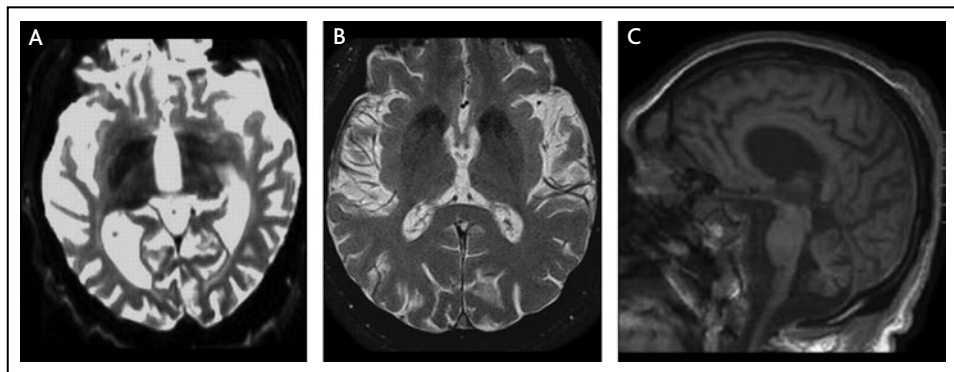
FAHN. Depozícia železa v oblasti globus pallidus (A) a do menšej miery aj v oblasti substantia nigra (B) na T2 váženíach; môžu byť prítomné splývavé T2/FLAIR abnormality bielej hmoty (C); môže sa objaviť mierna atrofia mozgu so signifikantnou pontocerebellárnou atrofiou a stenčením corpus callosum (D) (Kruer 2012)
